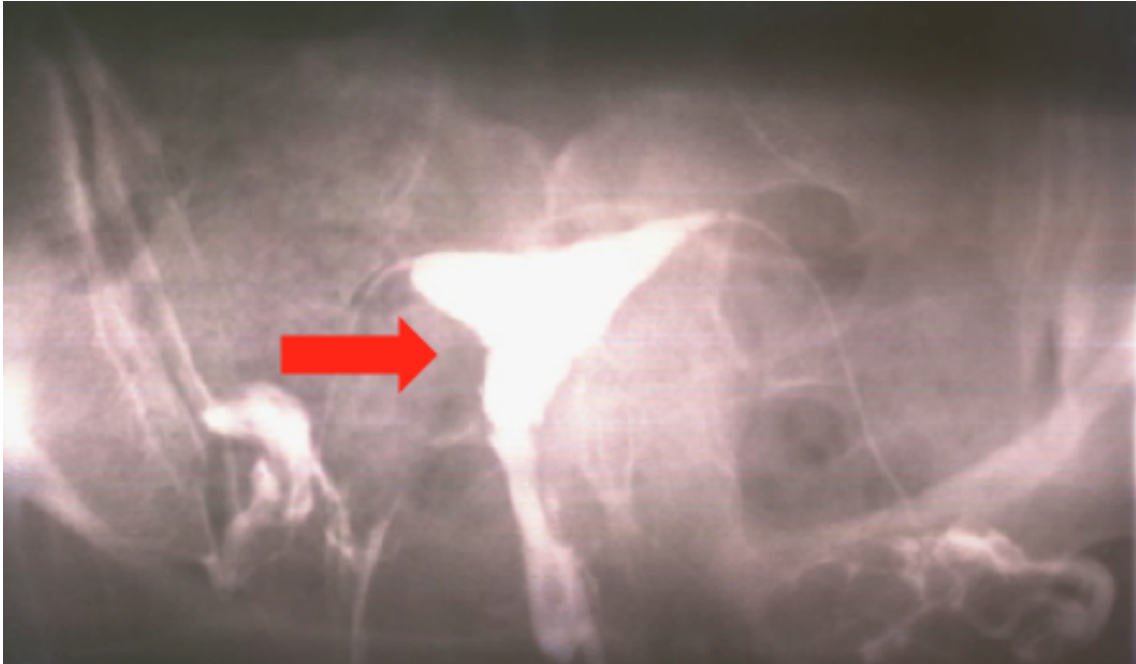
Histerosonografía de pólipo endometrial. Imagen proporcionada por el Dr. Manuel Alvarez Navarro de su archivo personal.
